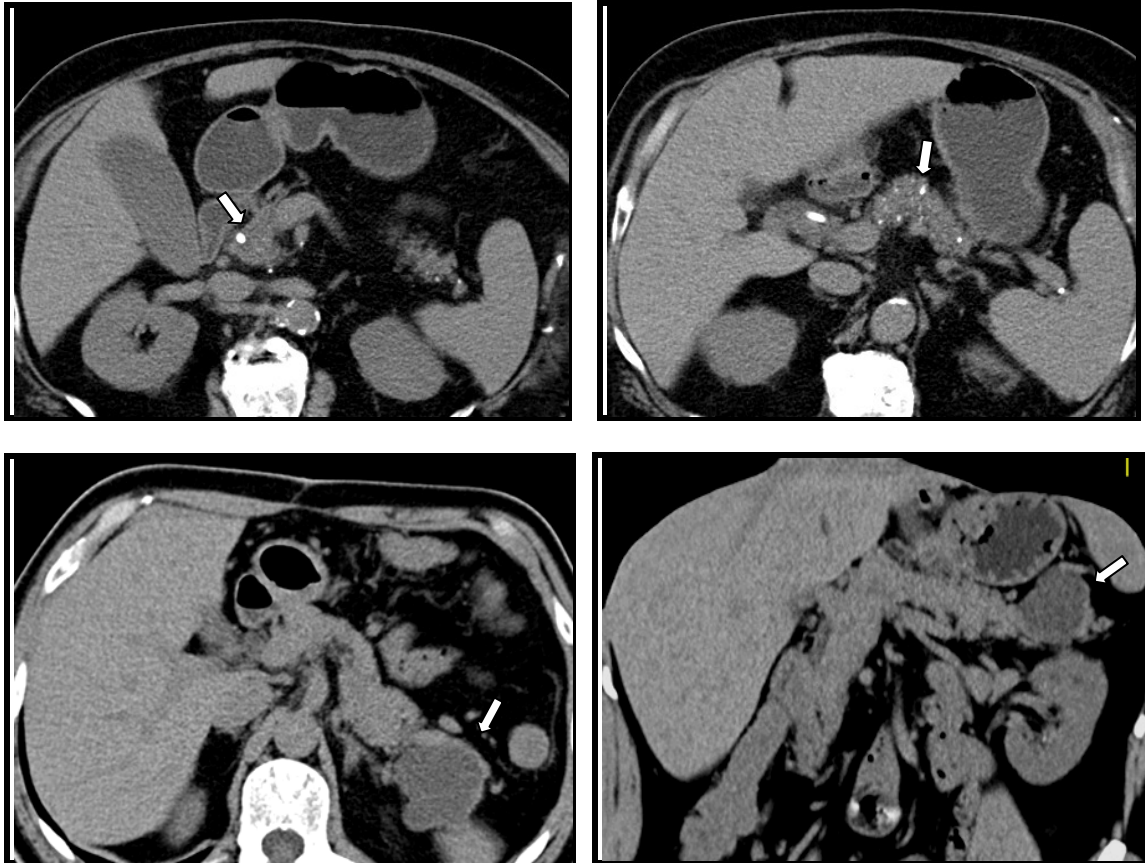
Figura #16: Tomografía axial computada en fase simple: se observan múltiples calcificaciones en el cuerpo y cola del páncreas (flechas blancas) en un paciente con pancreatitis crónica y portador de endoprótesis biliar (flecha blanca).
